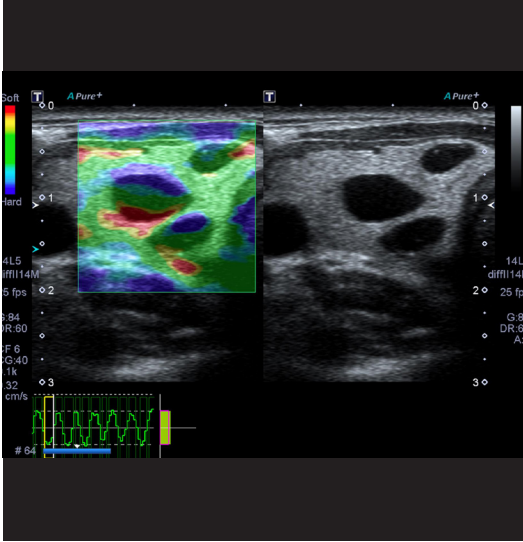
Tiroid sol lob orta kısımda kısmen izoekoik, kısmen de hipoekoik alanlara sahip solid bir nodül izlenmektedir. Strain elastografide Rago sınıflamasına göre skor 2 olarak değerlendiriliyor. Lezyon, sitopatoloji sonucu hiperplastik nodül ile uyumlu bulundu.
